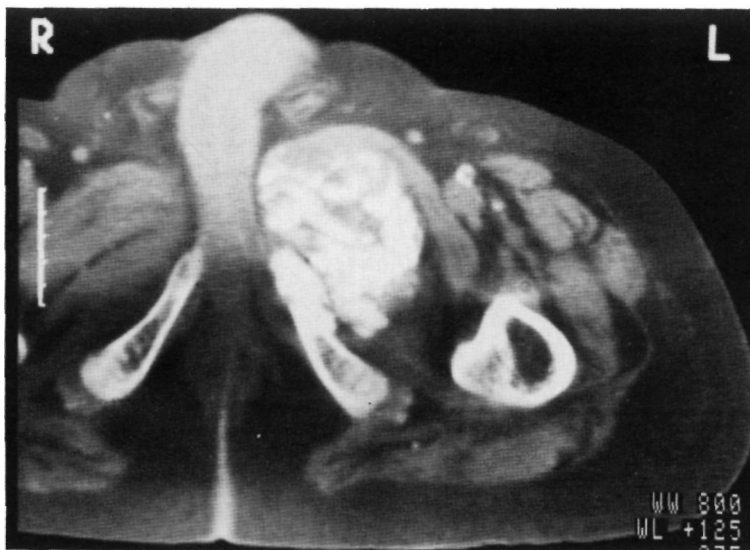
Tomografía axial computarizada de pelvis por debajo de la anterior con extensión de la masa calcificada hacia afuera.
